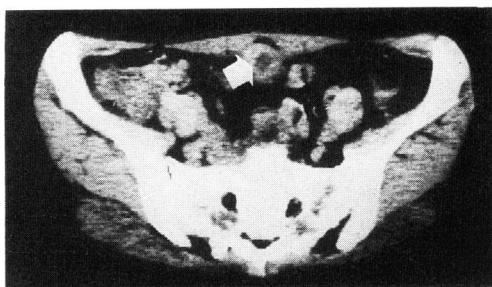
CT scan showed a tumor under the musculus rectus abdominis. (arrow)
